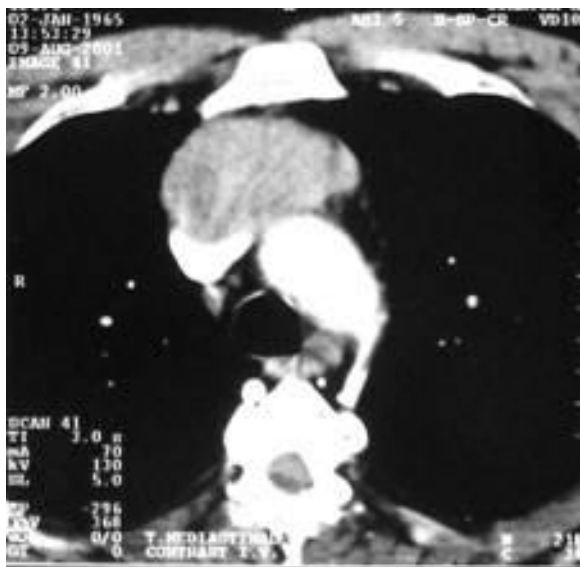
Computer tomografie toracică cu substanță de contrast: se constată invazia timomului în trunchiul venos brahiocefalic în apropierea vărsării în vena cavă superioară
